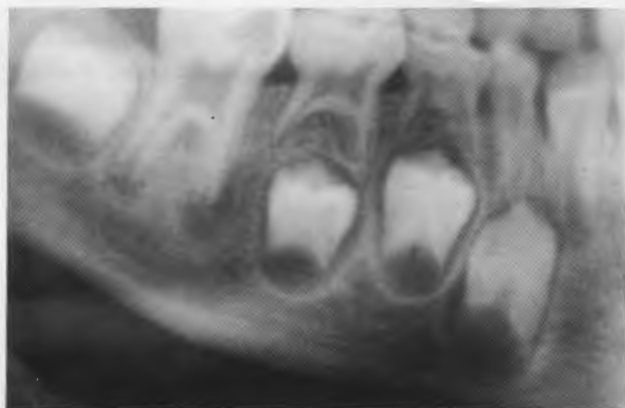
Radiografía correspondiente a la 1ª visita.
